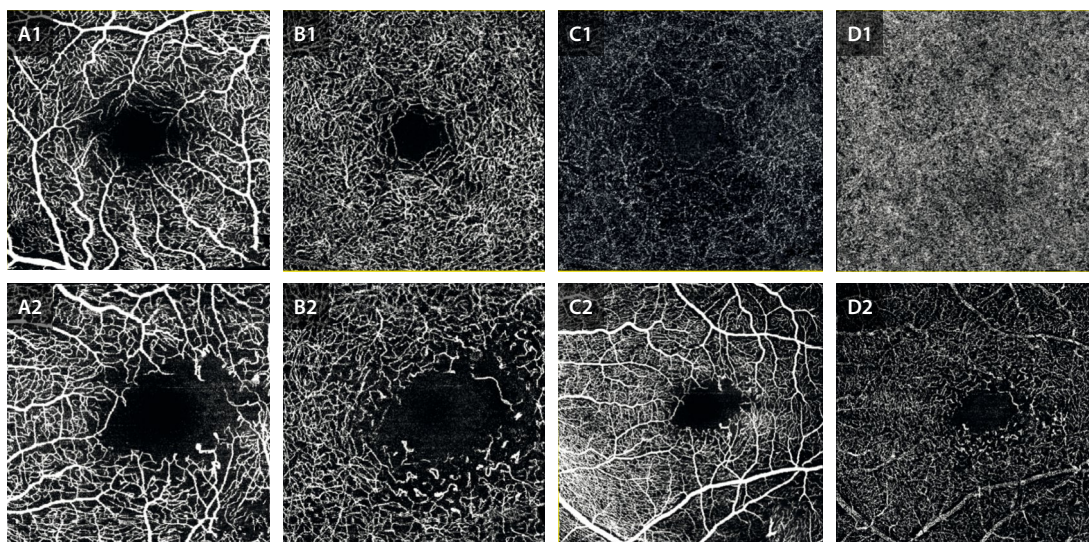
Paciente con telangiectasias maculares oclusivas unilaterales. A1-D1) Representan los cortes de imagen *en face* (axiales) de la angiografía por tomografía de coherencia óptica de 3 x 3 mm del plexo capilar superficial (A1), complejo capilar profundo (B1), que engloba el plexo capilar intermedio y profundo, plexo avascular (C1) y coriocapilar (D1) del ojo derecho normal. A2-D2) Representan los cortes de imagen *en face* de la angiografía por tomografía de coherencia óptica del ojo izquierdo. A2 y B2 muestran cortes de 3 x 3 mm con más detalle. A2 evidencia el plexo capilar superficial con agrandamiento de la zona avascular foveal y dilataciones aneurismáticas. B2 muestra cambios similares a nivel del complejo capilar profundo, más significativos. C2 y D2 representan cortes de 6 x 6 mm con los mismos hallazgos pero con mayor campo. Se pierde resolución y aparecen artefactos de proyección como los vasos de mayor tamaño del plexo capilar superficial que se proyectan sobre el plexo capilar profundo del ojo izquierdo del mismo paciente.
